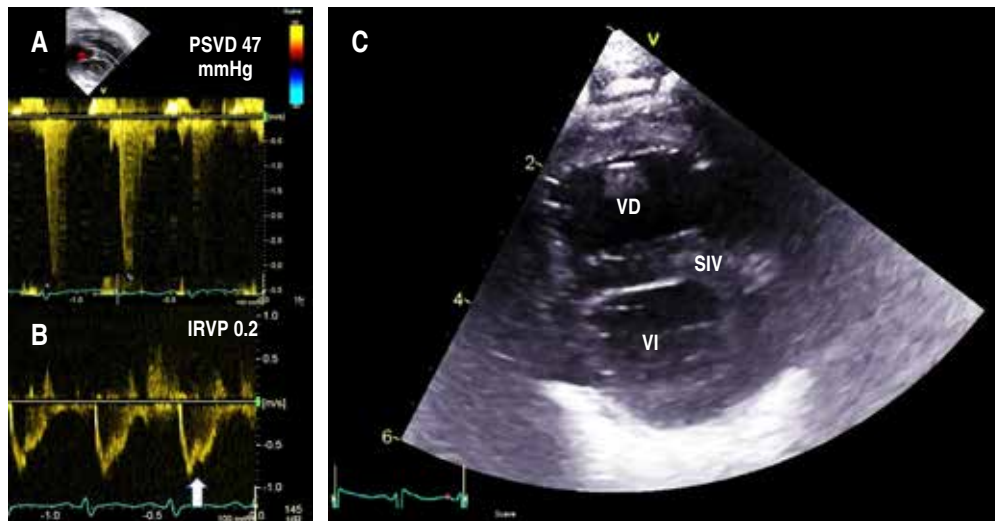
Ecocardiograma. Hipertensión arterial pulmonar diagnosticada con base en A) presión sistólica del ventrículo derecho (PSVD) de 47 mmHg, B) índice de resistencias vasculares pulmonares (IRVP) de 0.2 y escotadura medio sistólica (flecha) en el Doppler pulsado de la arteria pulmonar, C) eje corto a nivel de los músculos papilares mostrando septo interventricular plano en sístole. VD: ventrículo derecho, SIV: septo interventricular, VI: ventrículo izquierdo.
